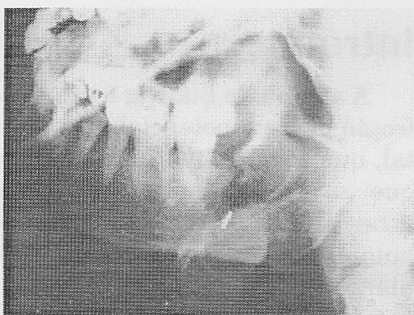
Radiografia lateral oblíqua do lado direito da mandíbula. Observar detalhe da destruição do alvéolo da extração dentária
